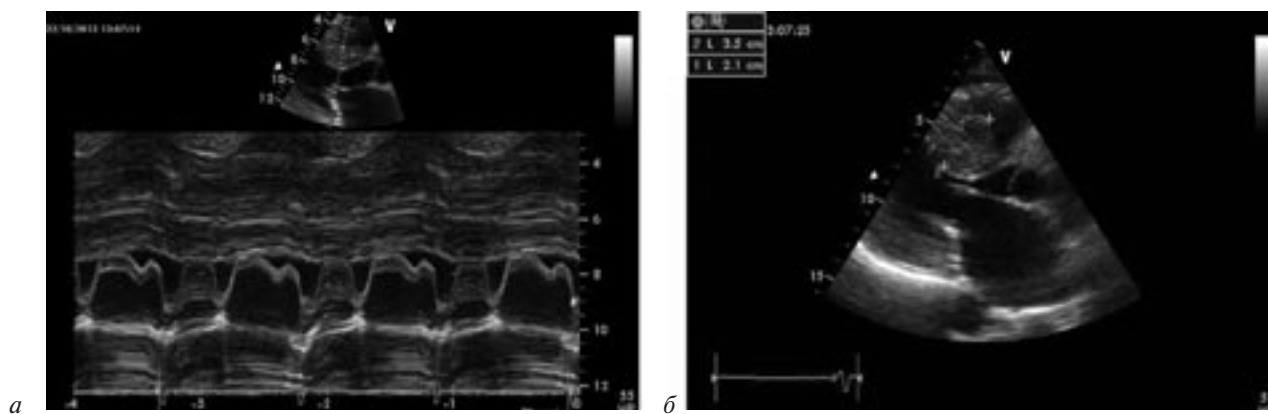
Переднесистолическое движение передней створки митрального клапана до операции (а) и максимальная толщина межжелудочковой перегородки до операции (б) (эхокардиограммы)
